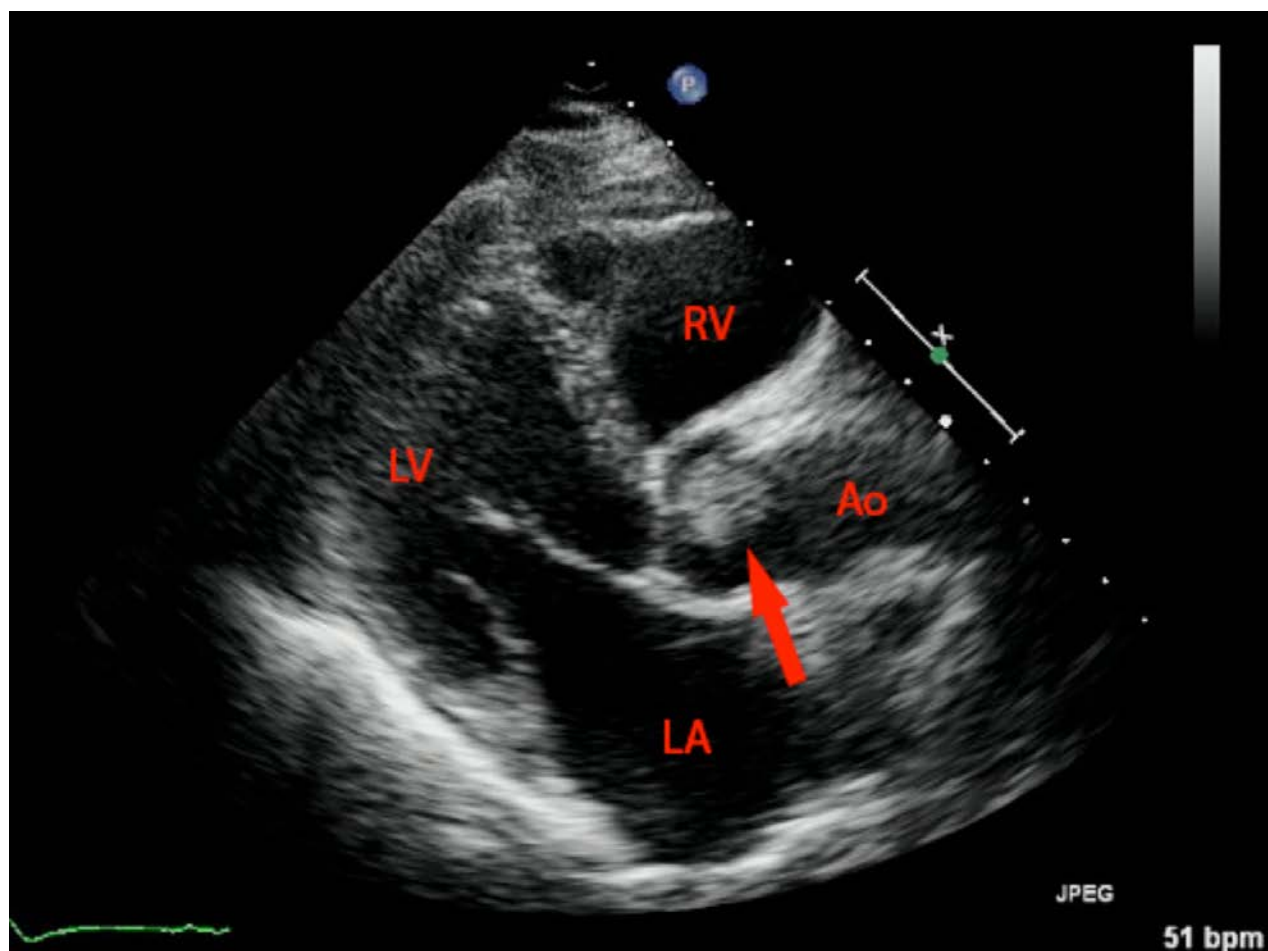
Ecocardiogramma bidimensionale transtoracico, proiezione parasternale asse lungo; presenza di massa pedunculata (freccia).
